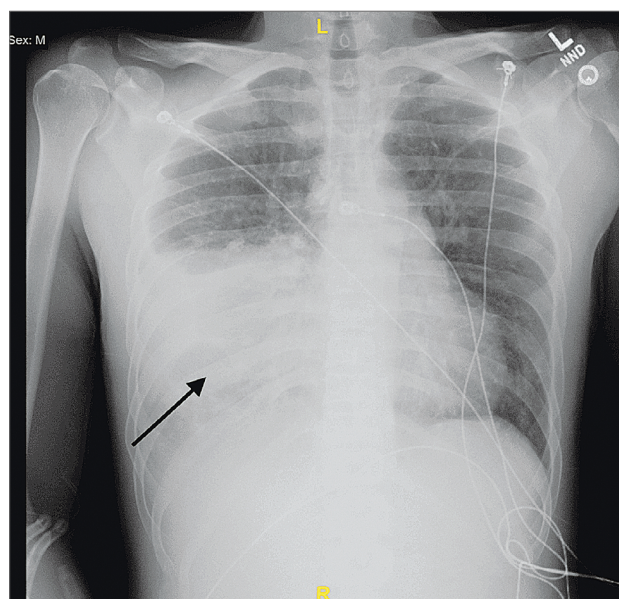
Рентгенографія грудної клітки з інфільтратами правої нижньої частки [36]
